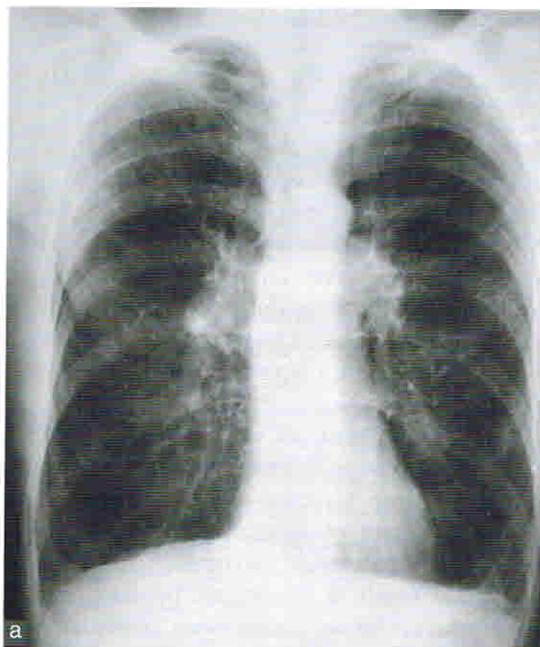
Классическая рентгенологическая картина эмфиземы легких.
